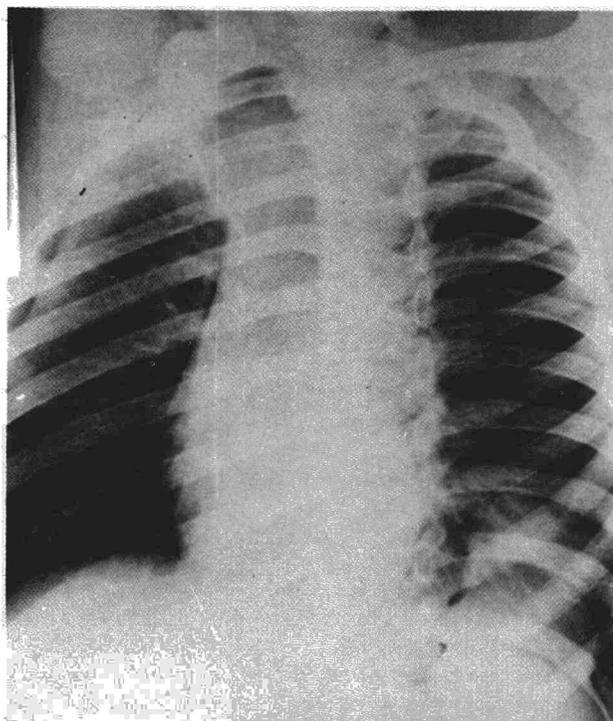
Caso 2: Radiografía oblicua en decúbito. Imagen de densidad homogénea y bordes nítidos. Contiguidad con el diafragma izquierdo.
